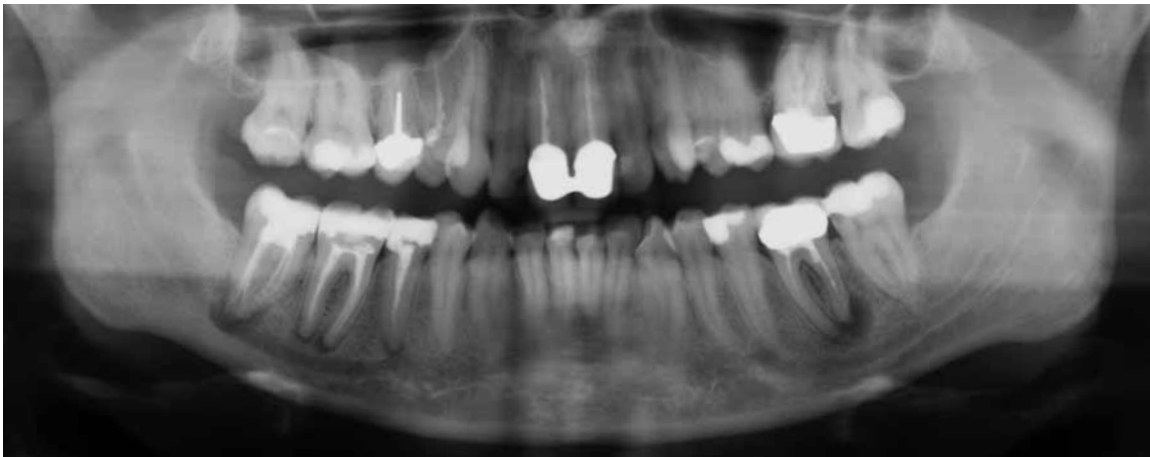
Das Orthopantomogramm zeigt ein multipel konservierend versorgtes Gebiss mit deutlichen endodontischen Defiziten und deren Folgen.
